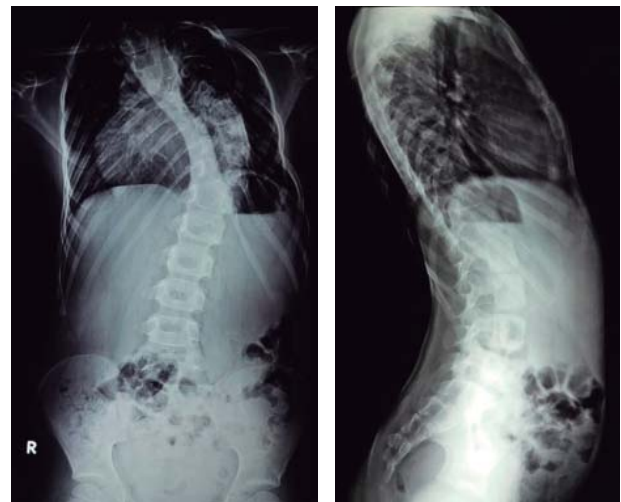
Radiografías anteroposterior y lateral de control tomadas cinco meses después de la tercera intervención quirúrgica. Se puede observar balance pélvico y estabilidad, ya sin el uso de ortesis.*
